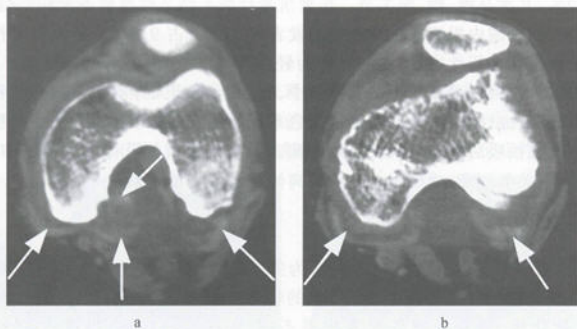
色素沉着性绒毛结节性滑膜炎 CT
